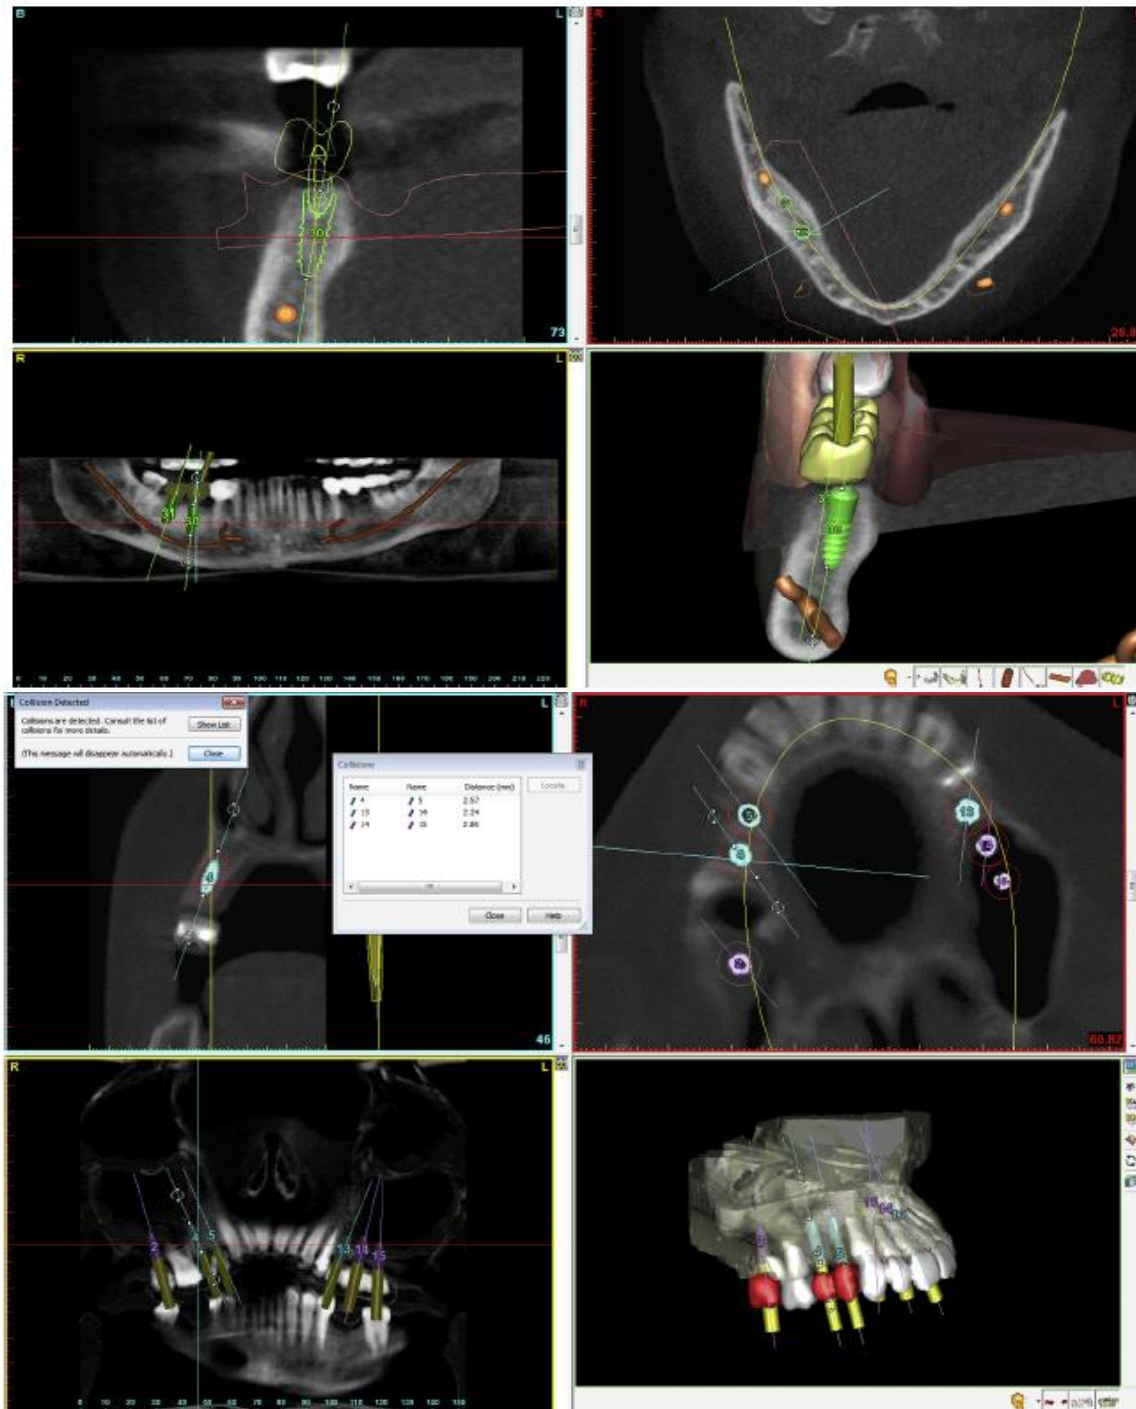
Reconstrução panorâmica no software a partir de tomografia.
